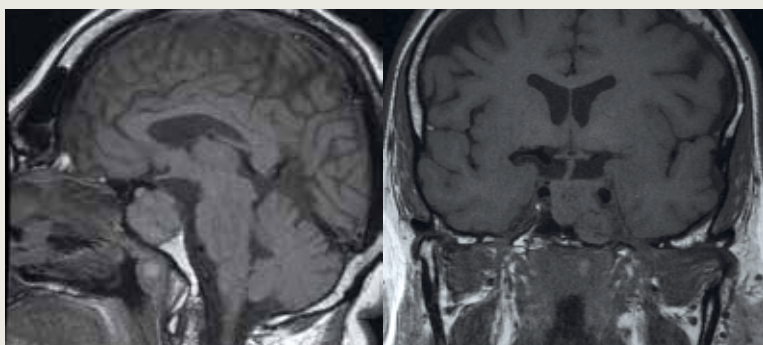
IRM montrant la présence d'un volumineux adénome hypophysaire à développement inférieur et latéral. Le chiasma optique est en place et à distance de l'adénome.
